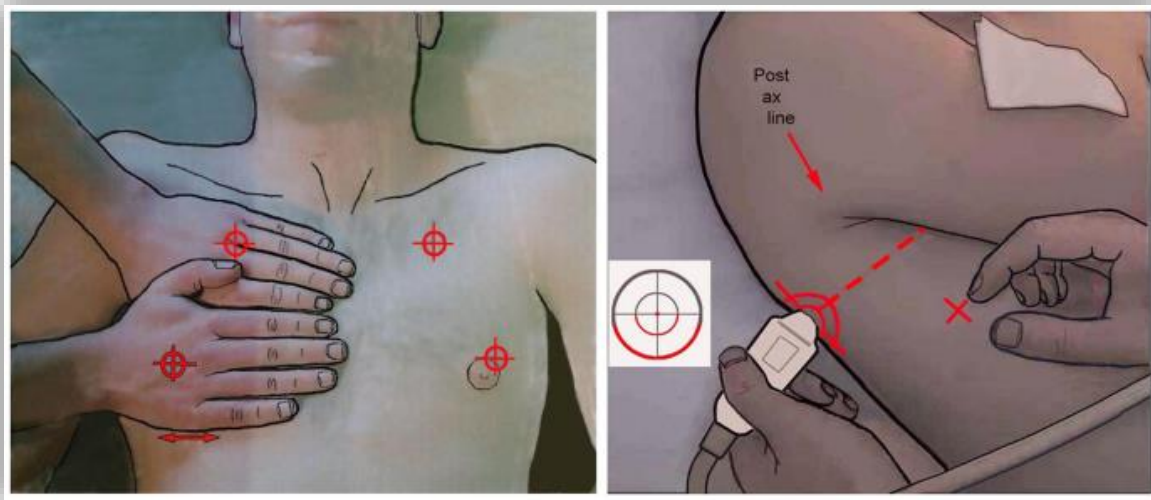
Sectorización del Tórax para ultrasonido torácico, área superior, inferior y punto posterolateral. Adaptado de Lichtenstein D. Lung ultrasound in the critically ill. *Annals of Intensive Care* 2014, 4:1.
